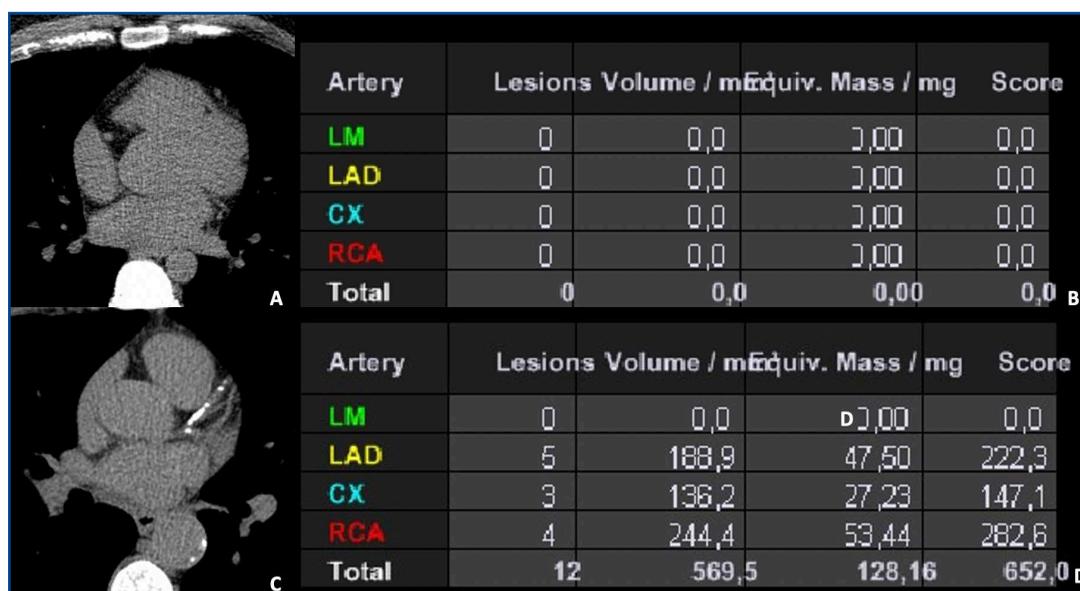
• TC Calcium Score di un paziente senza calcificazioni coronariche (A) e Agatston score pari a 0 (B); TC Calcium Score di un paziente con calcificazioni coronariche severe (C) e Agatston score >400 (D).
